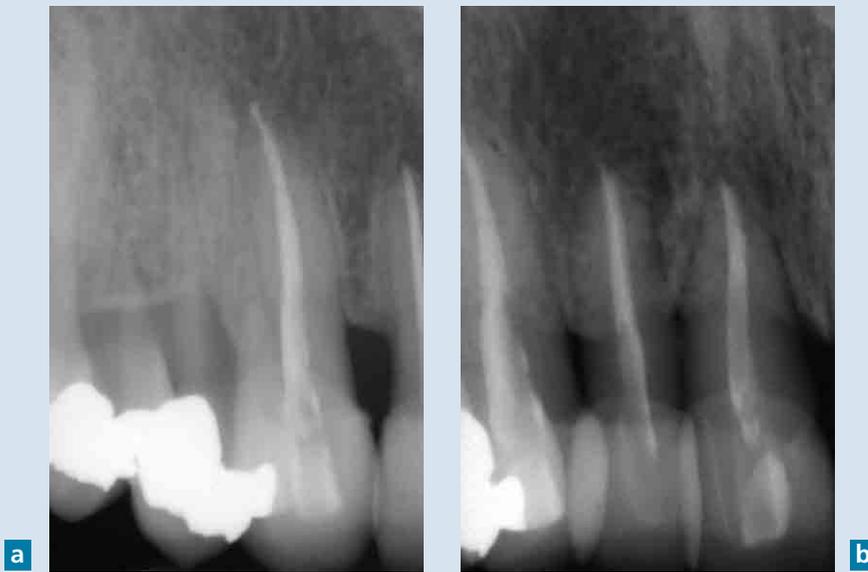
Radiographies de la 13 (a) et des 11 et 12 (b) avant traitement.
